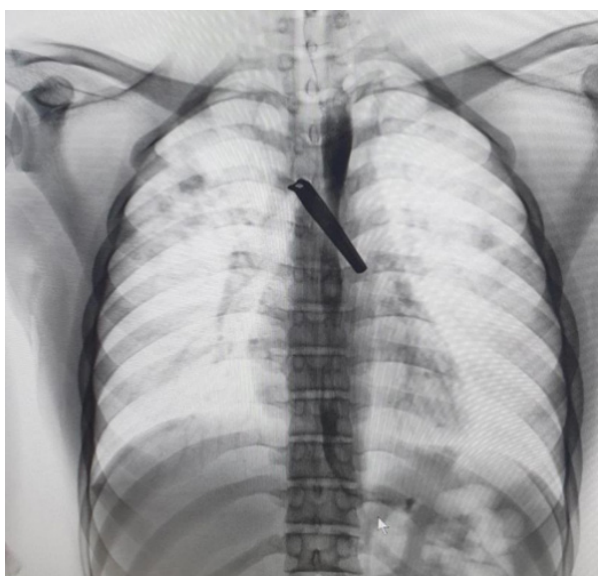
Обзорная рентгенография органов грудной клетки с инородным телом
